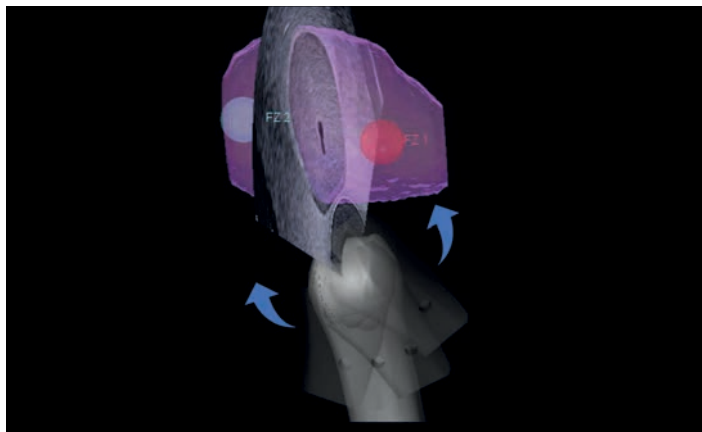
Проекция УЗИ луча во время 3D аксиального сканирования с помощью датчика E 3-12.
